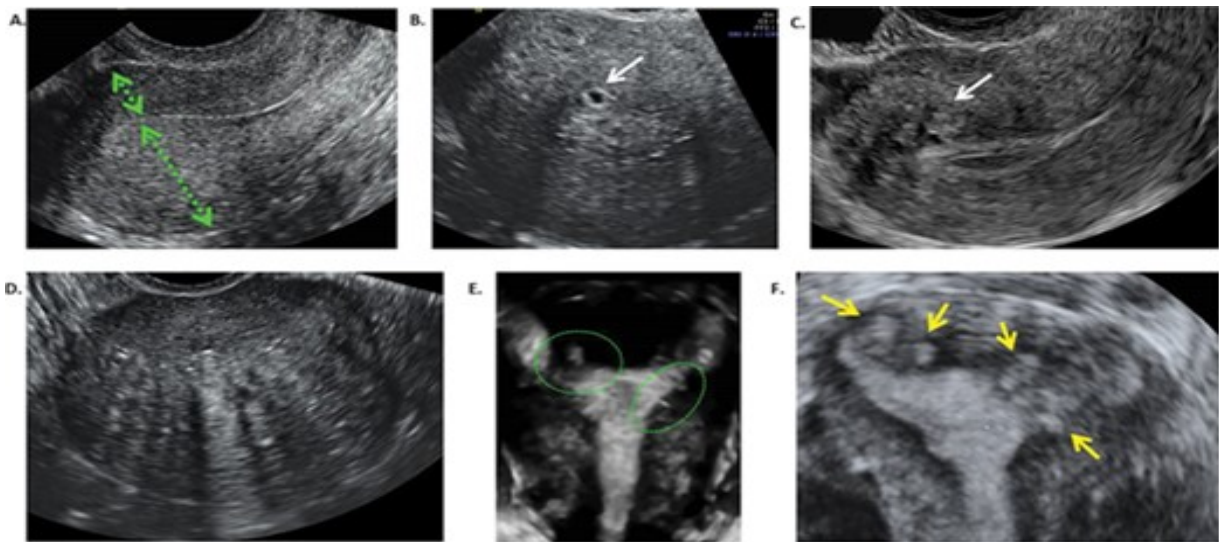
Images d'échographie endovaginale 2D et 3D chez des femmes atteintes d'adénomyose ^[36]
